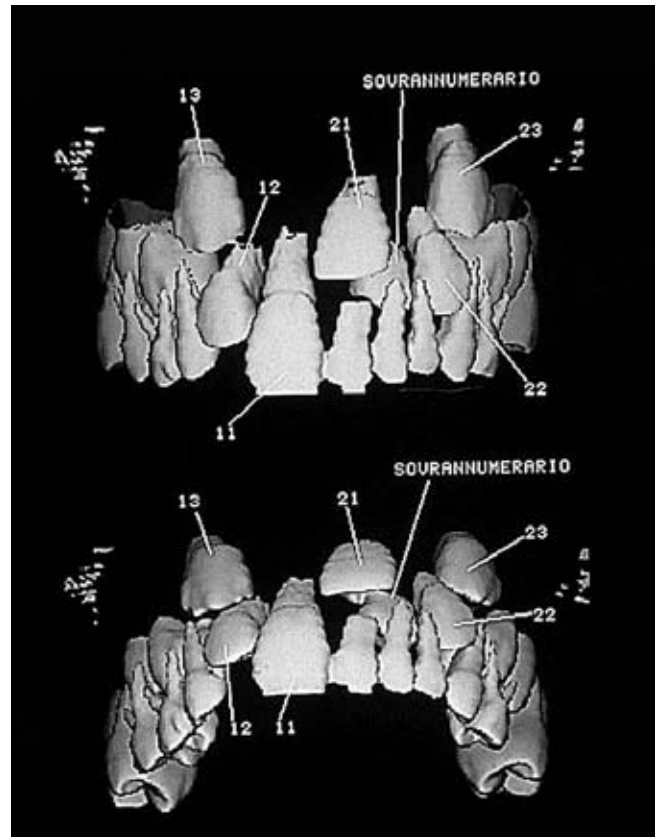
Tomografia computerizzata che mostra un dente sovranumerario che ostacola l'eruzione di 21-22.
